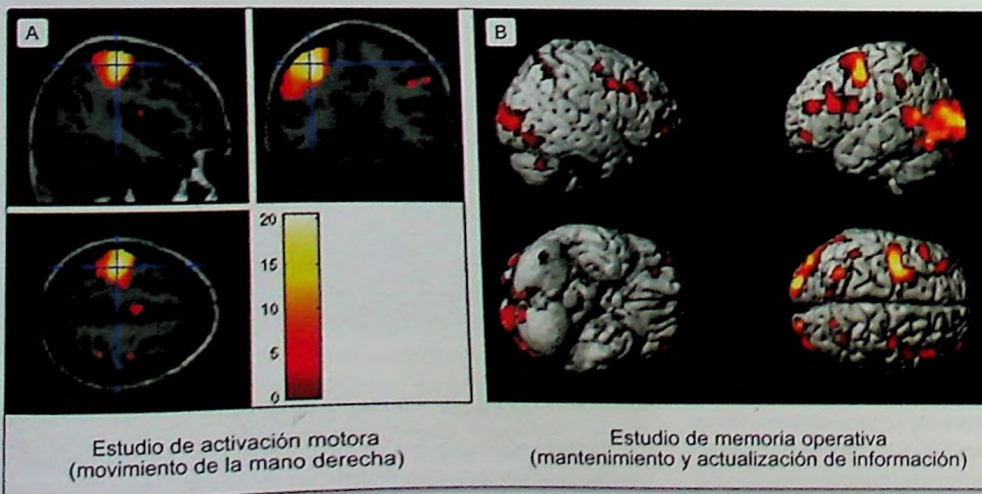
Activación RM funcional: técnica BOLD [contraste dependiente del nivel de oxígeno en la sangre]. A) Regiones de activación durante la realización de un estudio motor (movimiento de la mano derecha). Las imágenes se muestran sobre tres cortes: axial, coronal y sagital. B) Áreas de activación durante la realización de una tarea de memoria operativa. Este resultado se muestra sobre un cerebro reconstruido en 3D.
